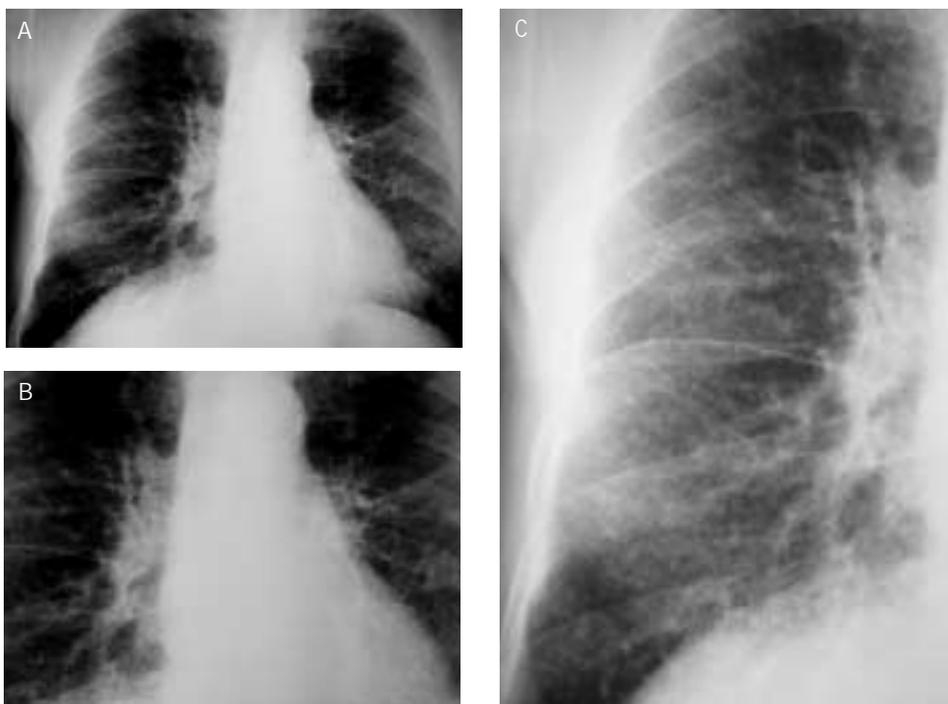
B y C. Sarcoidosis pulmonar. La radiografía PA y localizada de hemitórax derecho muestra densidades reticulo-nodulares bilaterales extensas, junto a adenopatías hiliares simétricas.
